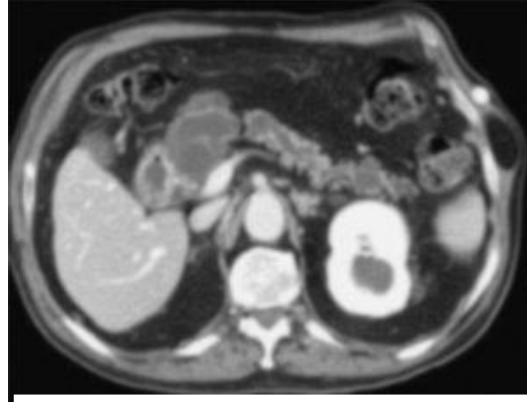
Tomografía computarizada abdominal que muestra dilatación difusa del ducto pancreático e indica NIPM de rama principal.
